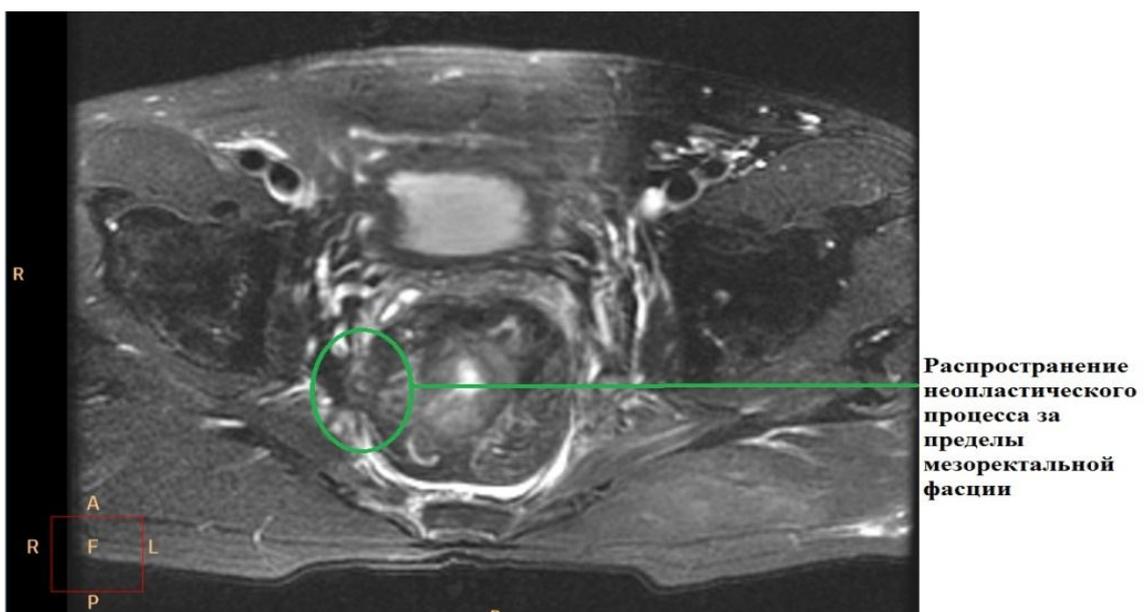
Магнитно-резонансная томограмма больного С., и. б. 11457/6.
